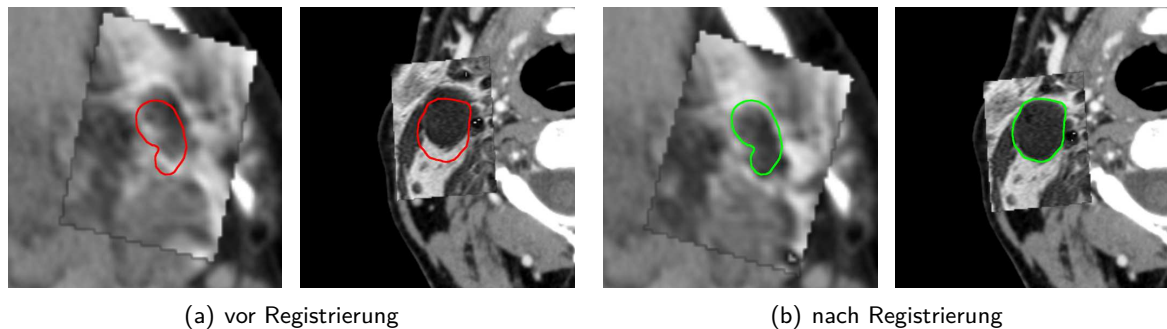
Beispiele von Lymphknoten vor und nach lokal rigider Registrierung von CT/MRT-Aufnahmen
